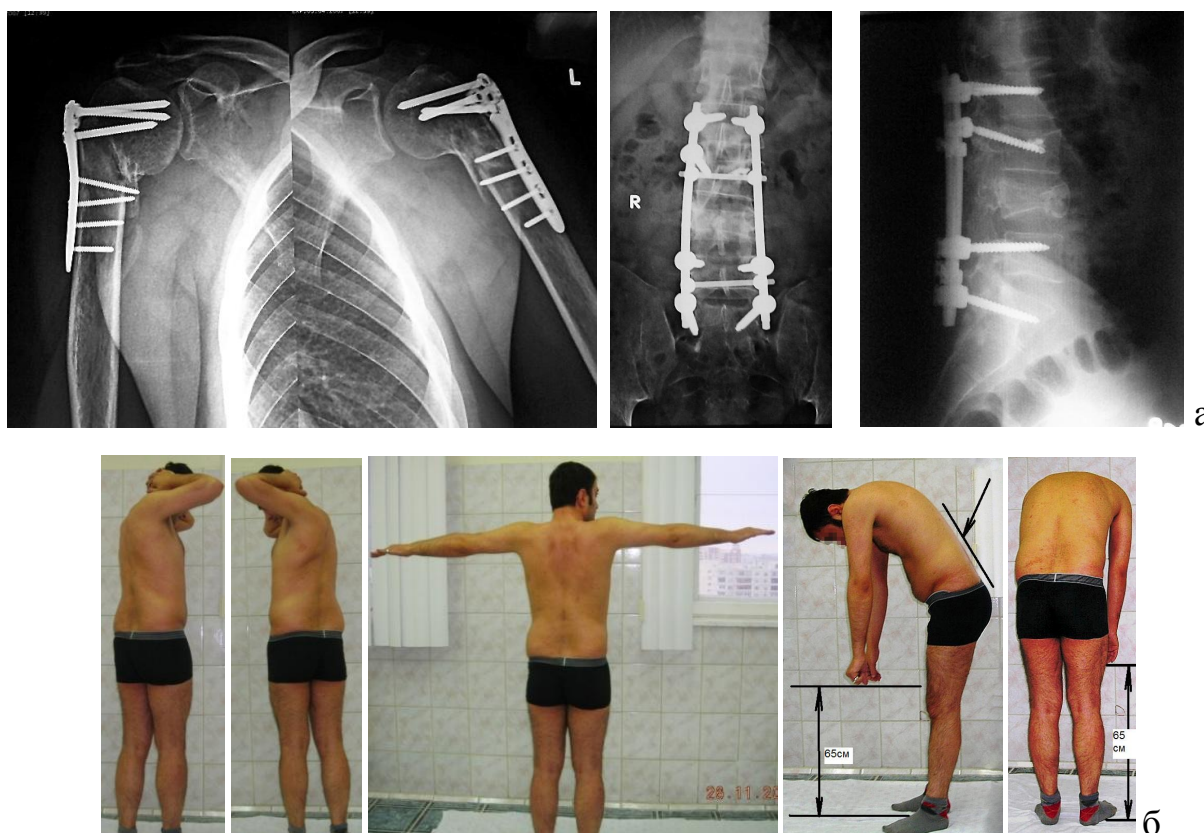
а – исходные рентгенограммы; б – функциональный исход через
